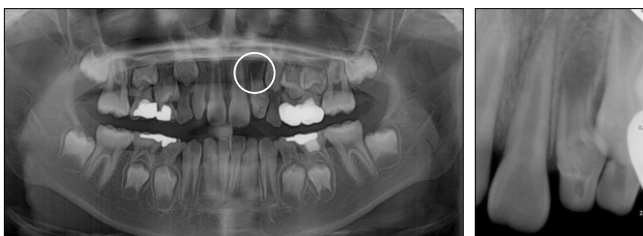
Panoramic view and periapical view. : Periapical lesion was observed on Mx.left lateral incisor with Oehler's classification type III dens invaginatus.
